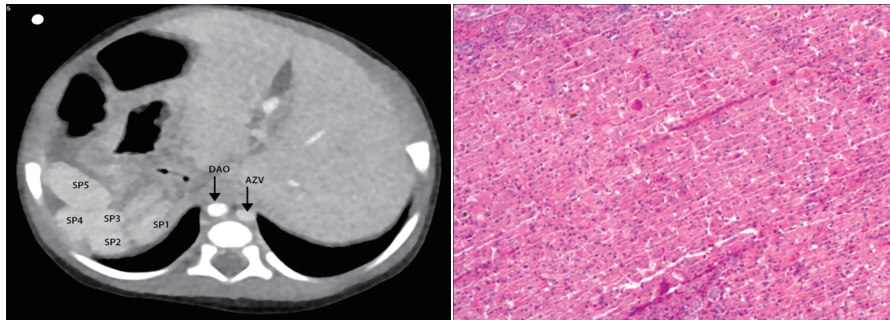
本例患儿上腹部 CTA 图示内脏反位,多脾,肝下段下腔静脉缺如(DAO:降主动脉; AZV: 3 级(HE 染色, ×200)奇静脉; SP1~SP5:脾脏 1~5)
